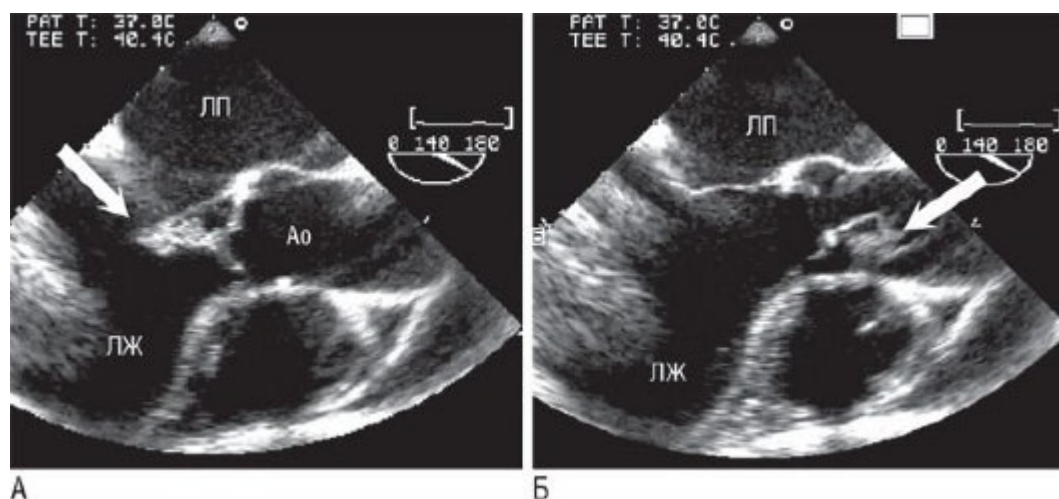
Длинная подвижная вегетация (указана стрелкой), прикрепляющаяся к правой коронарной створке АК (транспицеводная эхокардиограмма): транспицеводная проекция по длинной оси АК во время диастолы с вегетацией, пролабирующей в выходной тракт ЛЖ (А); транспицеводная проекция по длинной оси АК (Б) во время систолы с вегетацией в корне аорты (Ао).
